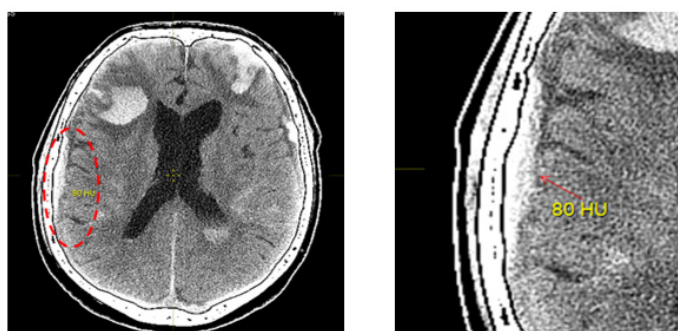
КТ-изображение головного мозга человека. Аксиальная плоскость. Визуализируется гематома 80 Н. (обозначена пунктиром и стрелкой)
